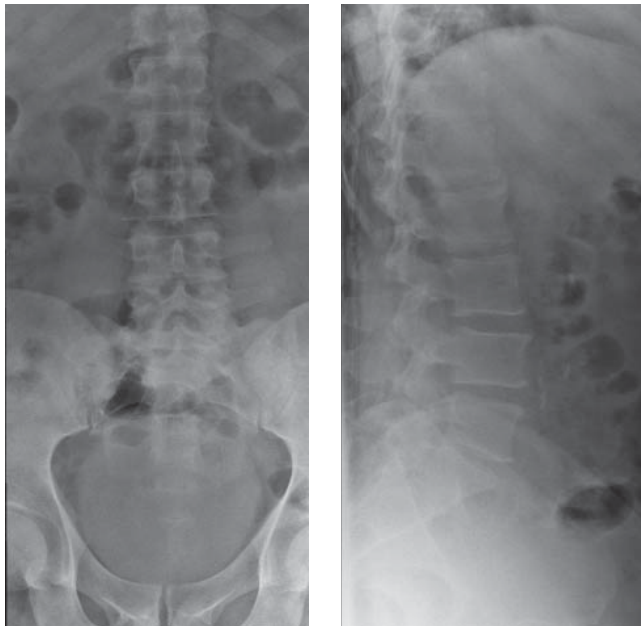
Radiografías simples de columna lumbar, sin alteraciones aparentes.
